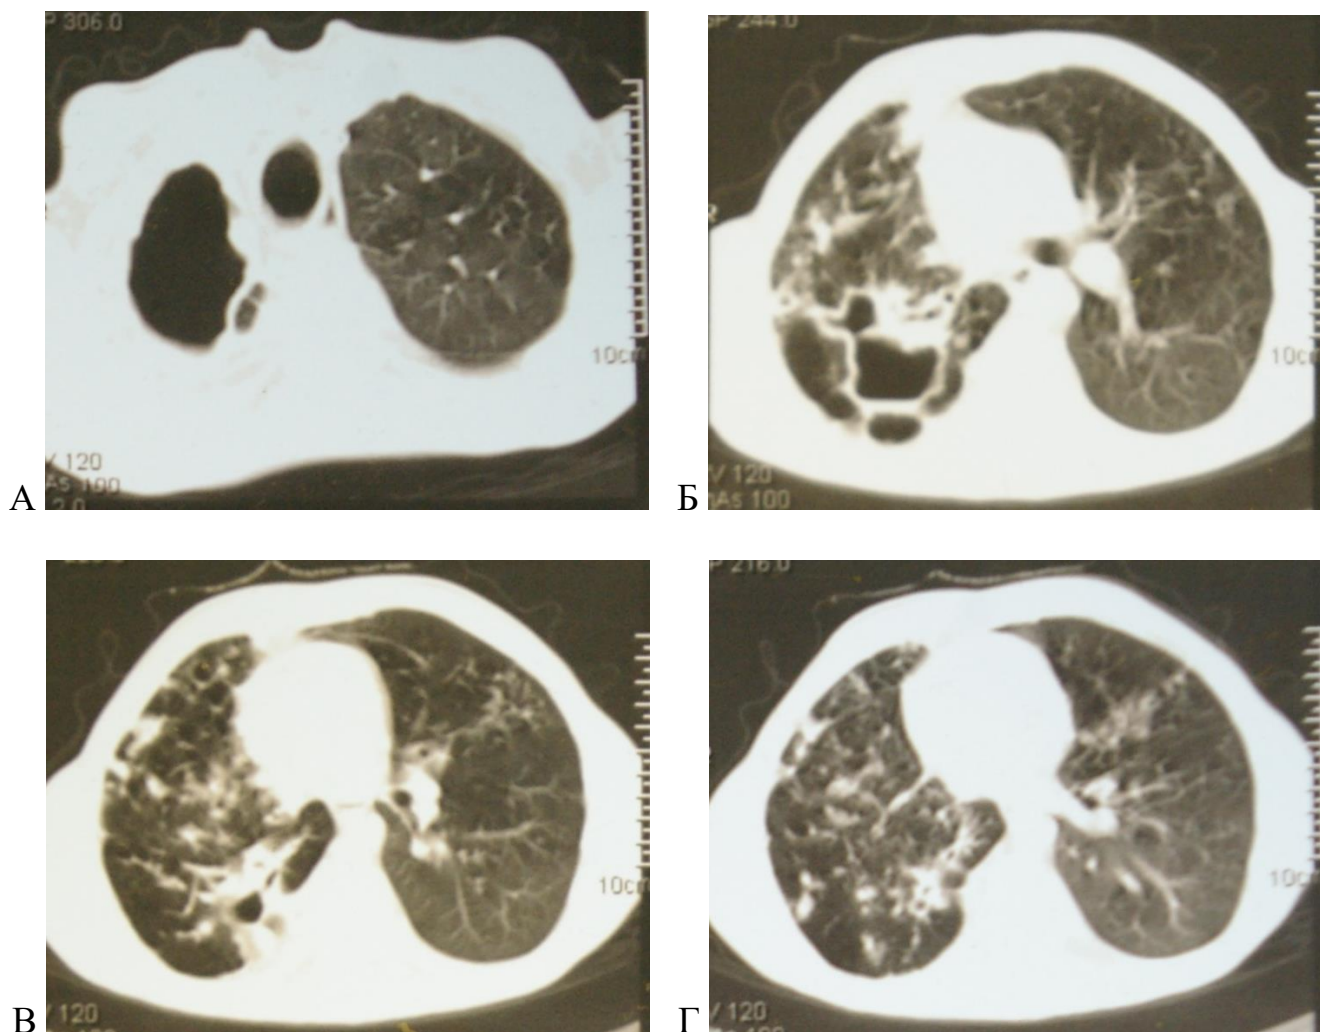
МСКТ больной X. до операции
